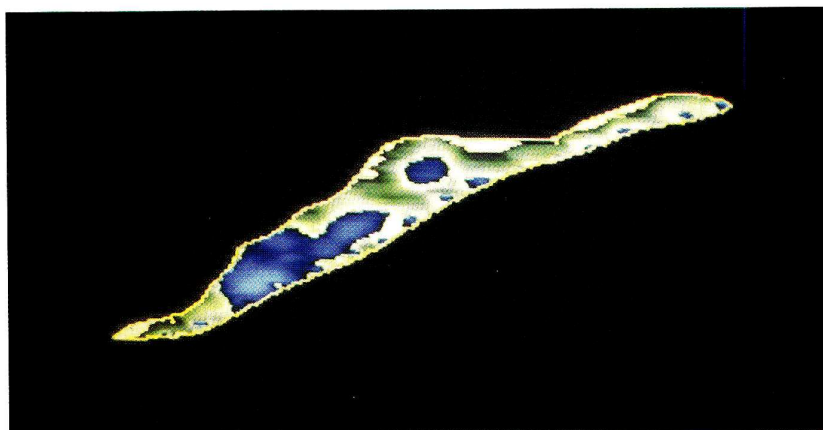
Elaborazione computerizzata della immagine ecografica di una placca carotidea.
